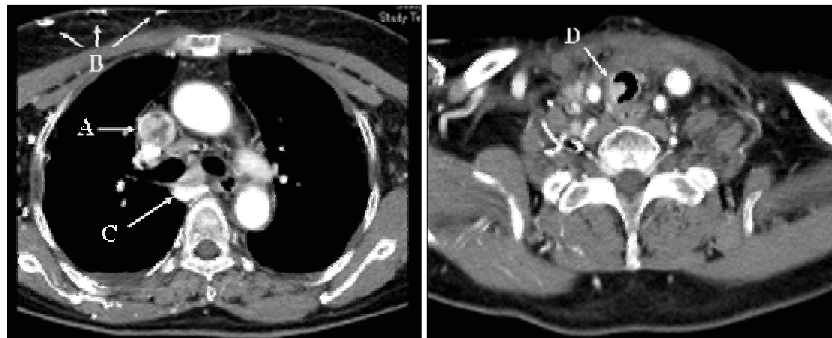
Neck & chest CT shows tumor thrombus in superior vena cava (A) , engorgement of collateral veins (B) , subcarinal lymphadenopathy (C) and tracheal invasion (D) .
